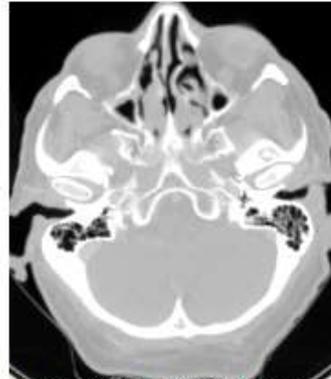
Axial CT section of skull base
